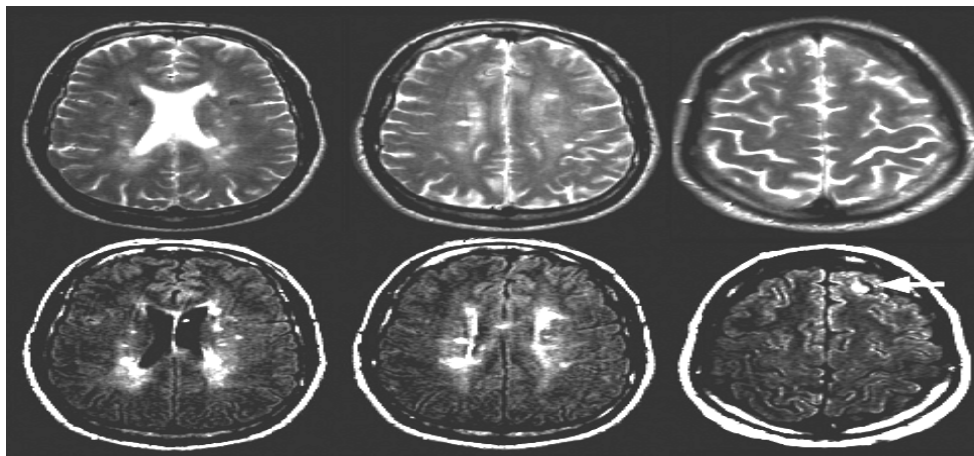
Séquence axiale pondérée T2 (haut) et séquence FLAIR (bas). Ces images du cerveau d'un patient atteint de SEP illustrent l'augmentation de la sensibilité pour la détection des lésions sur des images FLAIR. Grâce à l'annulation du signal du LCR, l'image FLAIR montre plus clairement les limites des lésions périventriculaires et juxta corticales (flèche) que les images pondérées T2.
